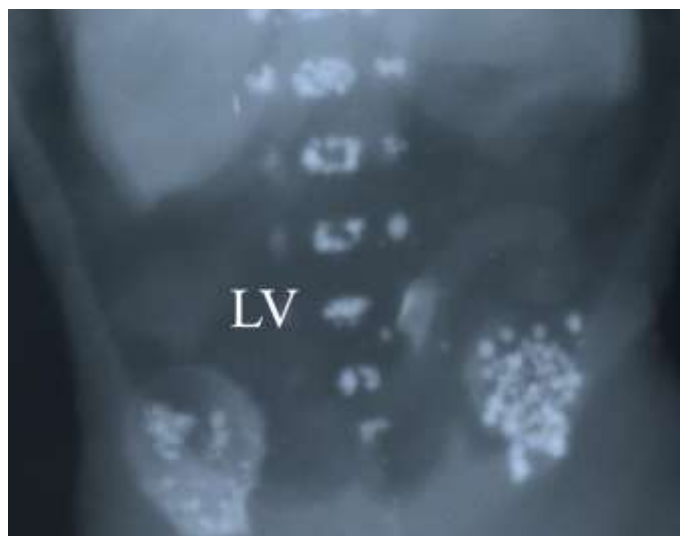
Скелетотопія сигморектального переходу плода 205,0 мм ТПД (аплікація сигморектального переходу рентгеноконтрастною сумішшю на основі свинцевого сурика). Фоторентгенограма. Зб. 1,5^x.
